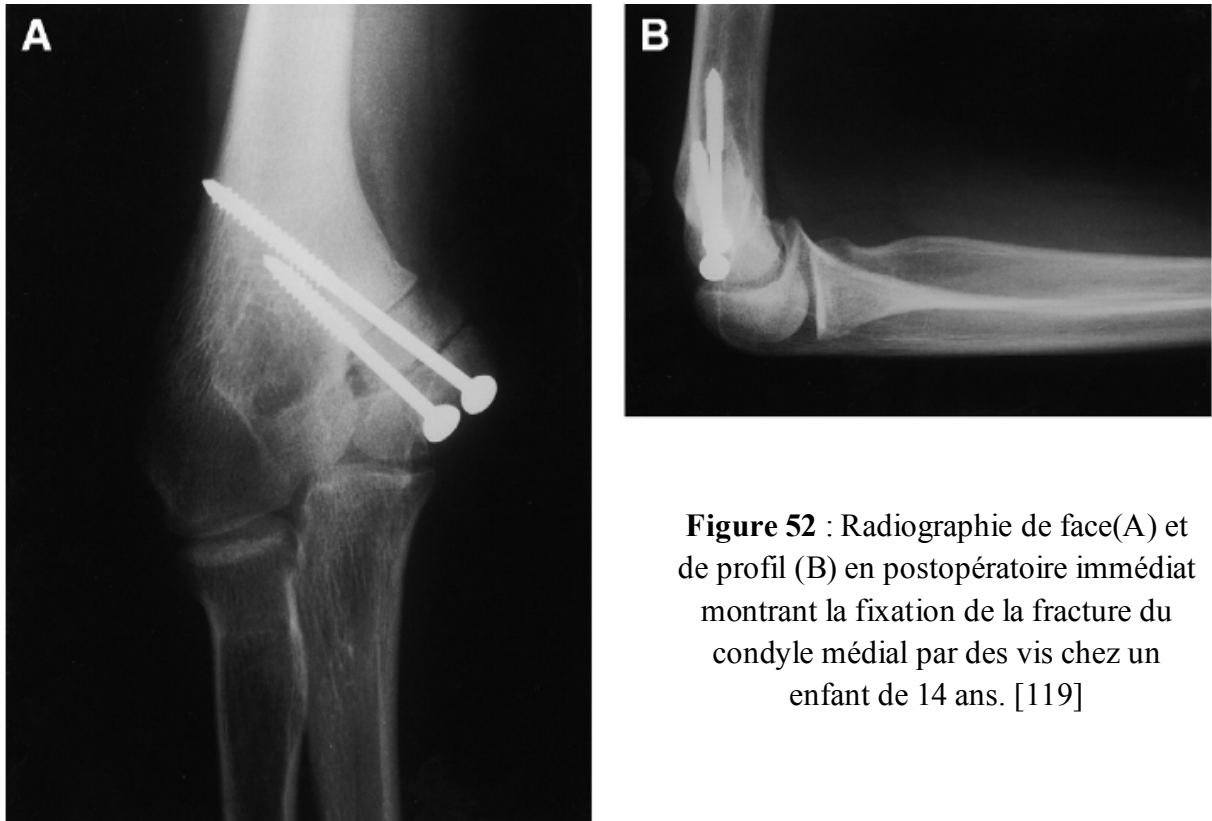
Radiographie de face(A) et de profil (B) en postopératoire immédiat montrant la fixation de la fracture du condyle médial par des vis chez un enfant de 14 ans. [119]
